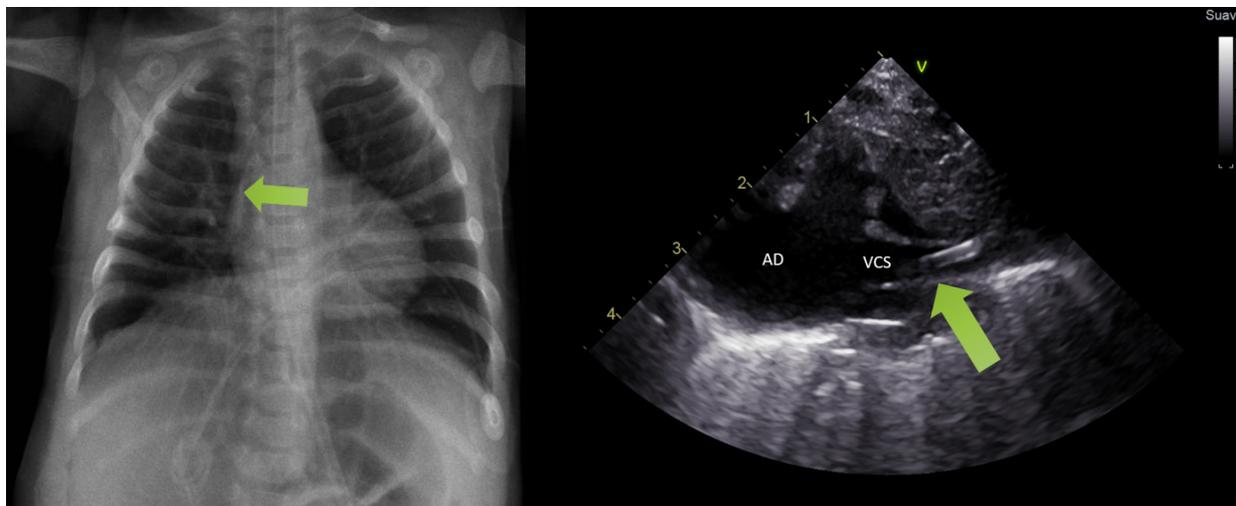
Catéter bien colocado en radiografía que se corrobora en unión cavo atrial por ultrasonido (Flecha). AD: Atrio derecho, VCS: Vena cava superior.
